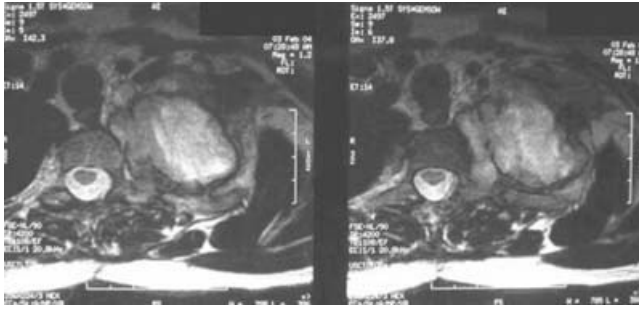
Caso 1. Resonancia magnética corte axial en T2. Tumor heterogéneo, lobulado, bien definido de predominio hiperintenso.
